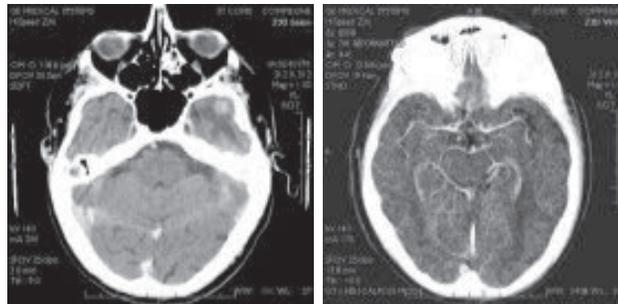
Coupes cérébrales obtenues par un tomographe à rayons X
